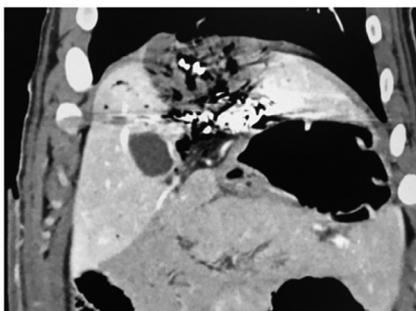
CT depois da ablação
